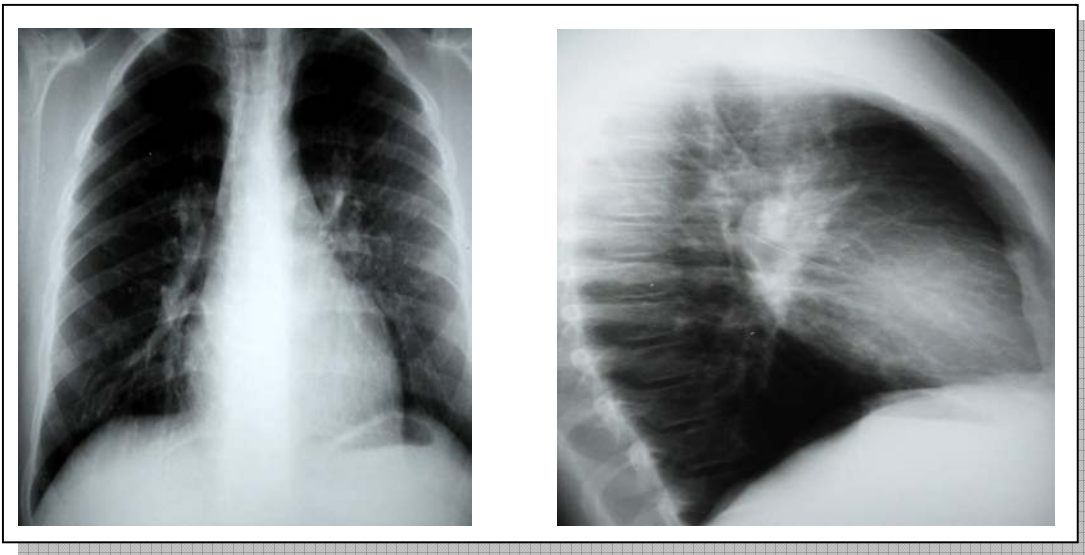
Deformidade da caixa torácica em radiografia do paciente número 24
